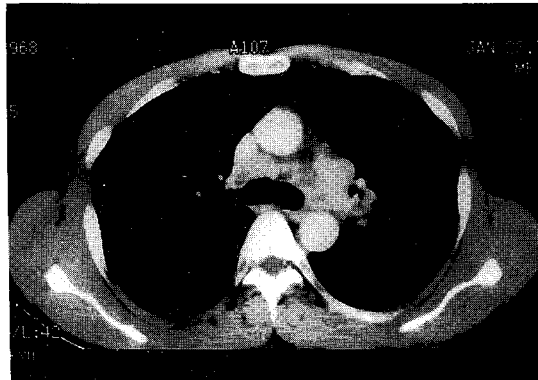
Chest CT showed multiple lymphadenopathy involving subaortic, and both hilar lymph nodes
